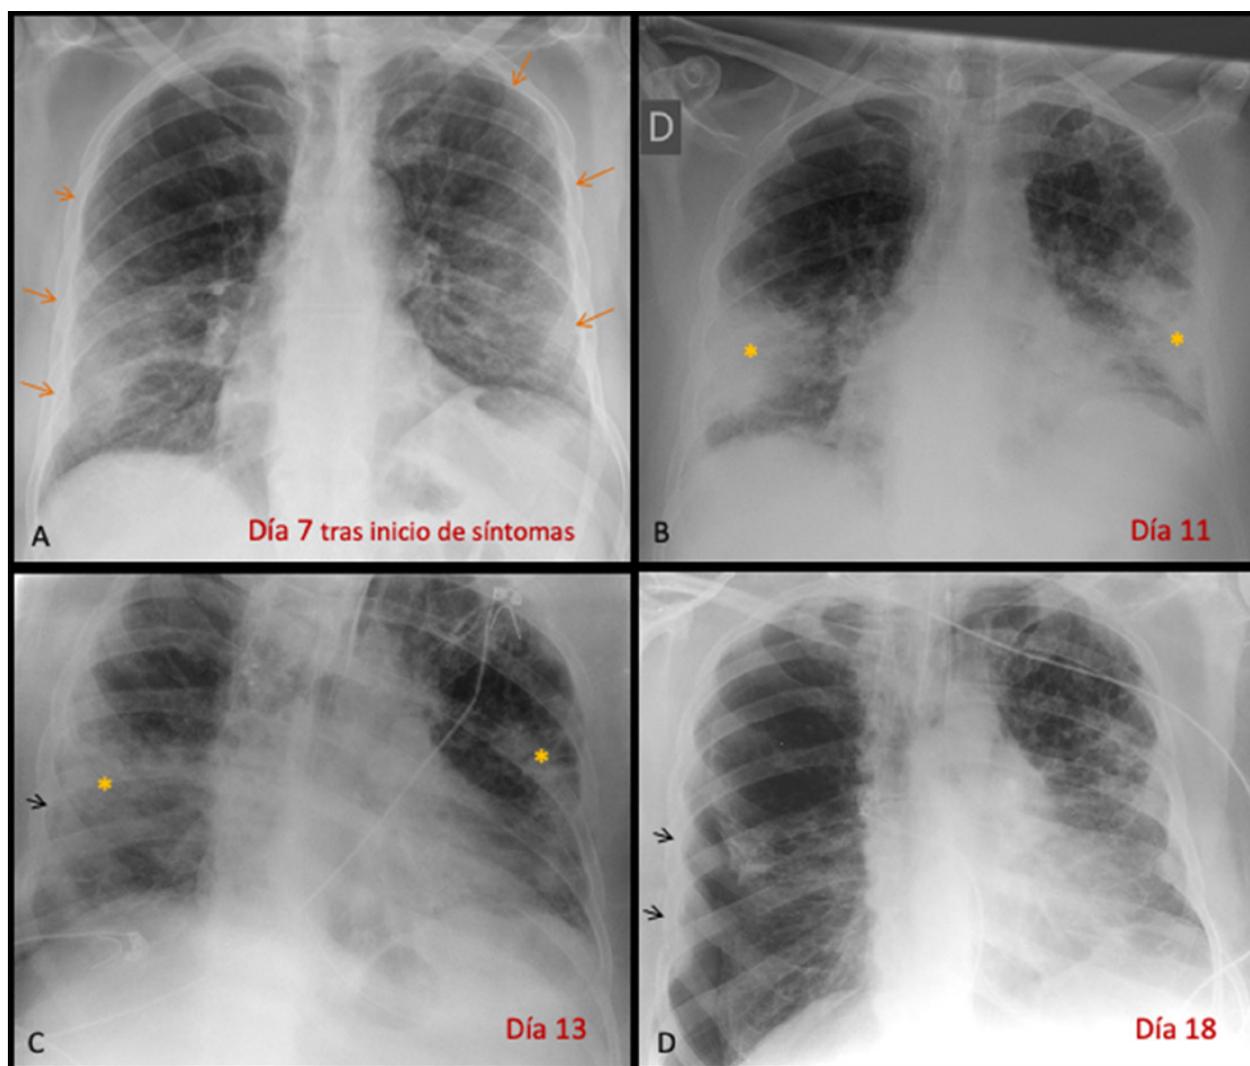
Varón de 62 años con fiebre, tos e importante astenia. Afectación pulmonar por SARS-CoV-2. Radiografías de Tórax. A. Basal (urgencias). Enfermedad en progresión: Opacidades tenues bilaterales (flechas) que alcanzan la periferia, muy extensas en todos los campos pulmonares, excepto únicamente periférica en campo superior derecho. Evolución a consolidación periférica en campos medio e inferior derechos. Conclusión: Muy probable COVID-19. Afectación muy extensa. Enfermedad en fase de progresión. PCR-RT positiva para COVID-19. B. Pico de enfermedad (hospitalizado). Consolidación densa de las áreas previamente tenues (asterisco). Requirió posterior intubación. C (portátil en UCI). Disminución de tamaño y densidad de las consolidaciones (asterisco), organizadas; lámina de neumotórax derecho (flecha). D (portátil en UCI). Progresión del neumotórax derecho (flechas). Aumento de densidad Patrón intersticial bilateral. Posterior fallecimiento.
